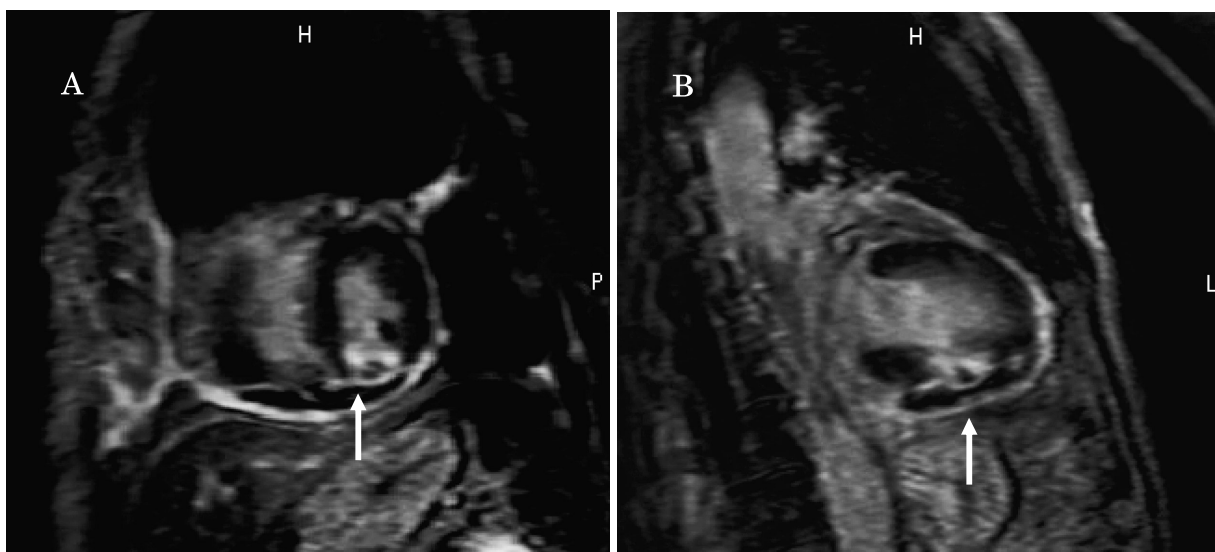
Delayed enhancement magnetic resonance images after surgical repair in the short-axis view (A)and long-axis view(B)
